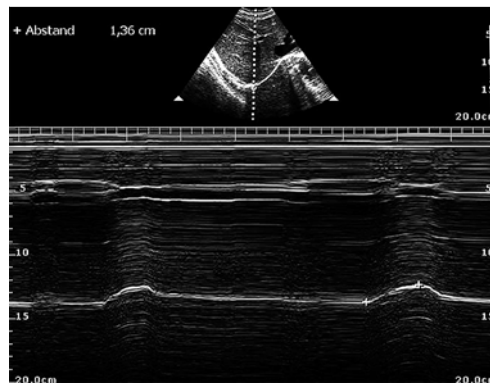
Sonografisch ermittelte Zwerchfellexkursion. M-Mode während Ruheatmung im Liegen. Die Zwerchfellexkursion (weiße Linie: diaphragmale Pleura) beträgt ≥ 10 mm (i. e. kein Hinweis auf diaphragmale Dysfunktion). Anschallwinkel $\geq 70^\circ$ unmittelbar unterhalb des Xiphoids (Schallfenster: Leber) [21].
